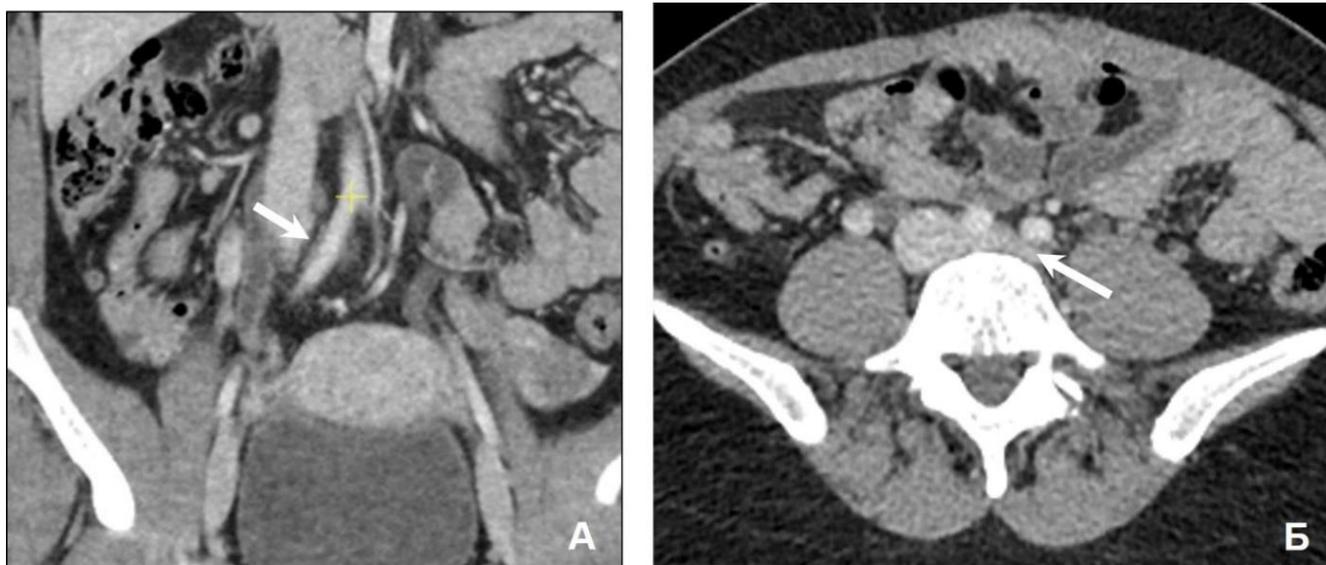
Компьютерные томограммы
